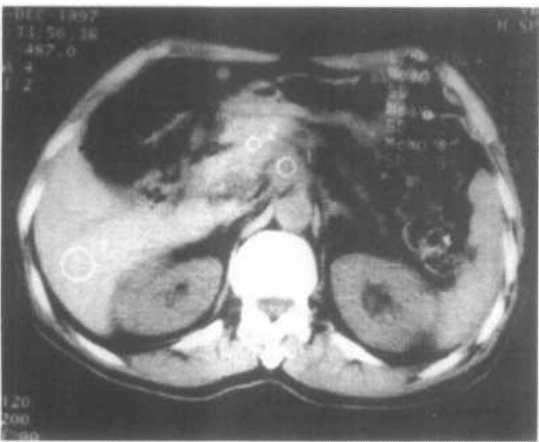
~c 浸润性胰腺癌 CT 增强扫描
